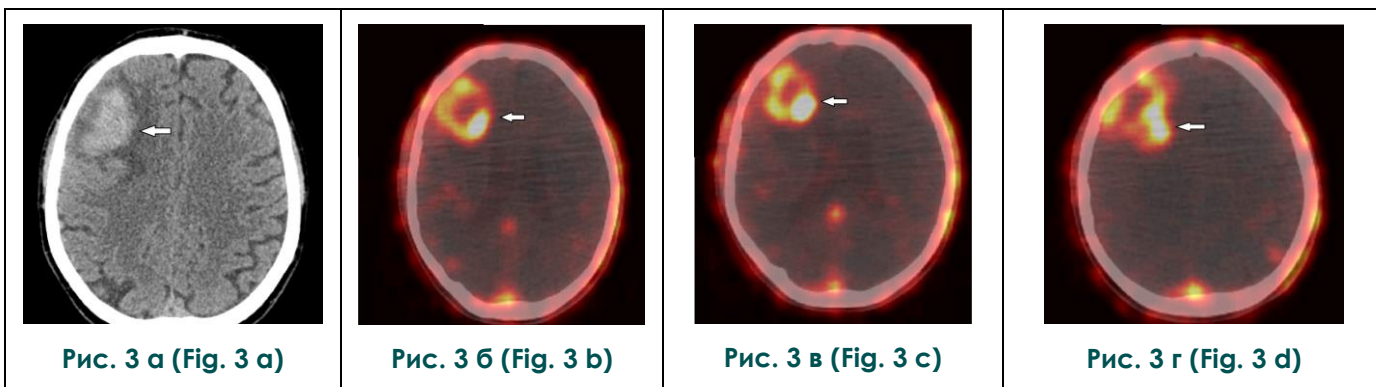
Результаты ПЭТ-КТ с ⁶⁸Ga-ПСМА.
